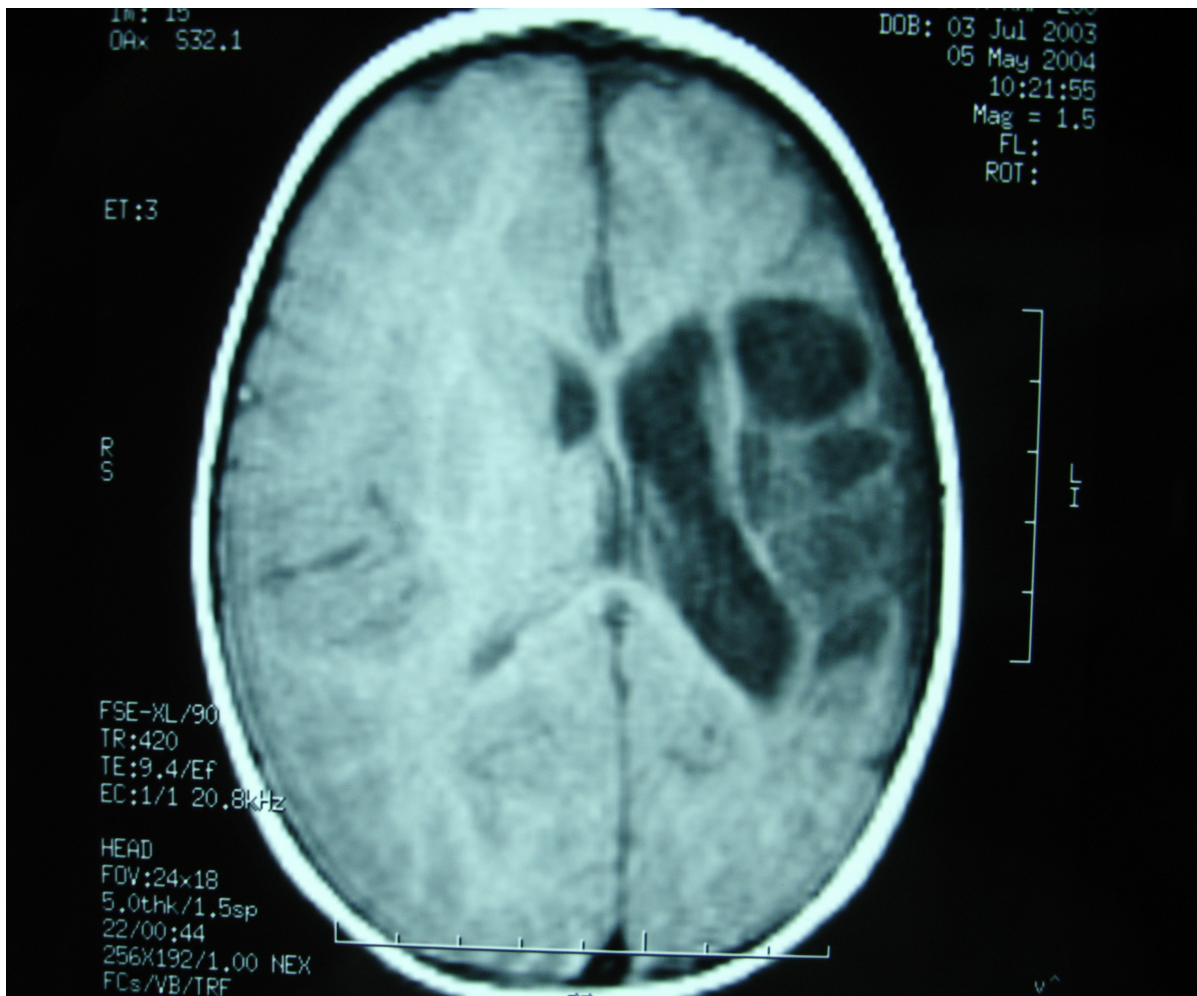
presenza di cavità cistiche pluriconcamerate stabilizzate da esiti di trombosi dell'arteria cerebrale media di sinistra all'esame RM.
